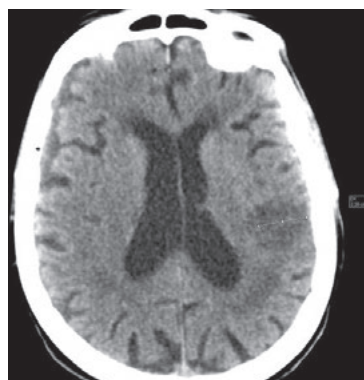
Мультиспиральная компьютерная томография с ангиографией головного мозга: признаки ишемического инсульта в бассейне левой средней мозговой артерии
